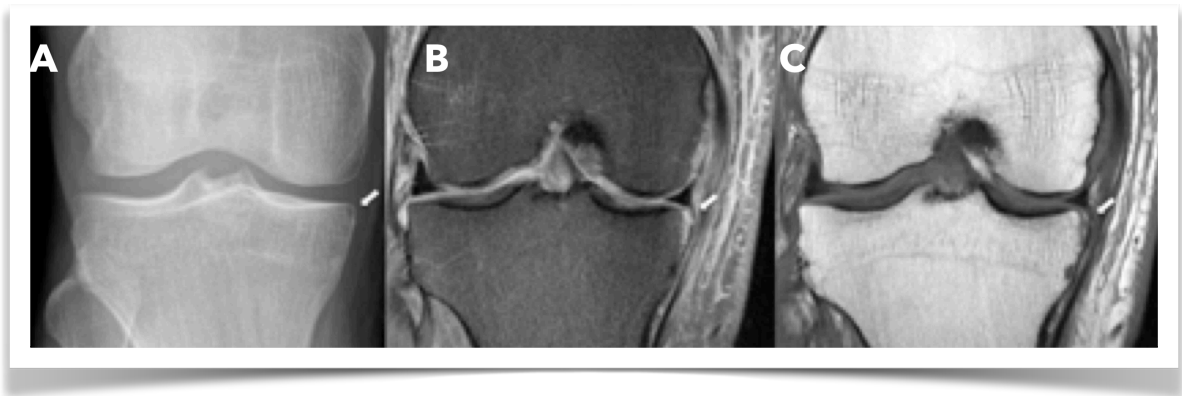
Fractura Segond reversa. En imagen (a), se observa RX AP de rodilla con pequeño foco radiolúcido en el margen medial de la plataforma medial, sin fragmentos óseos evidentes adyacentes. En imagen (b) y (c), RM en plano coronal DP y T1 respectivamente, donde se identifica foco de edema óseo en relación a escama ósea avulsionada en la zona de inserción tibial del ligamento menisco-tibial medial.
